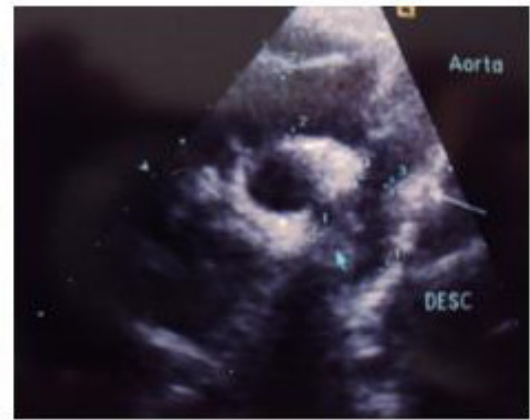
Radiografia de tórax mostra área cardíaca normal e ecocardiograma salienta o sinal da coartação da aorta na croça (flecha maior) após a emergência da artéria carótida esquerda e discreto estreitamento na região istmica (flecha menor).
